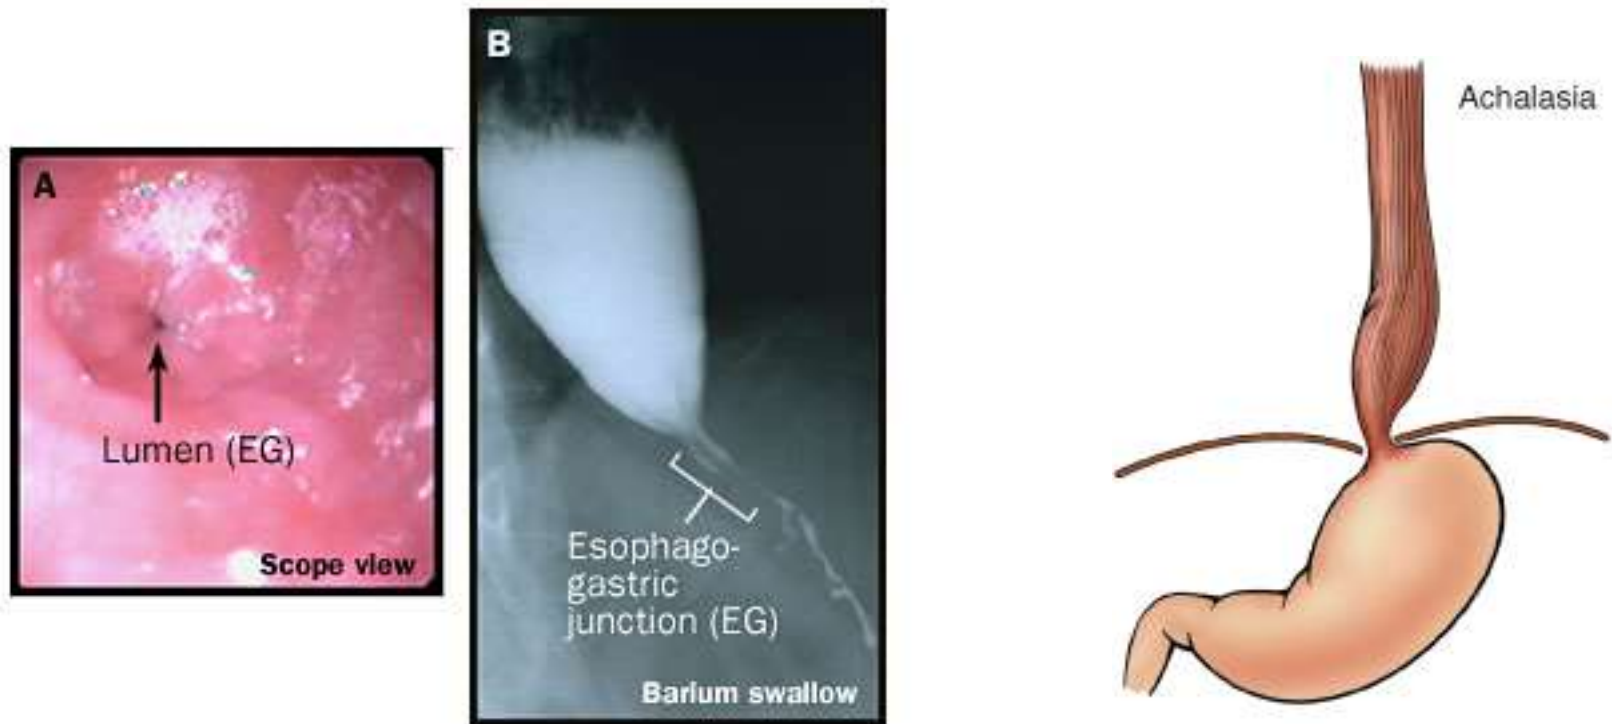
Endoscopic (A) and radiographic (B) findings in achalasia.
